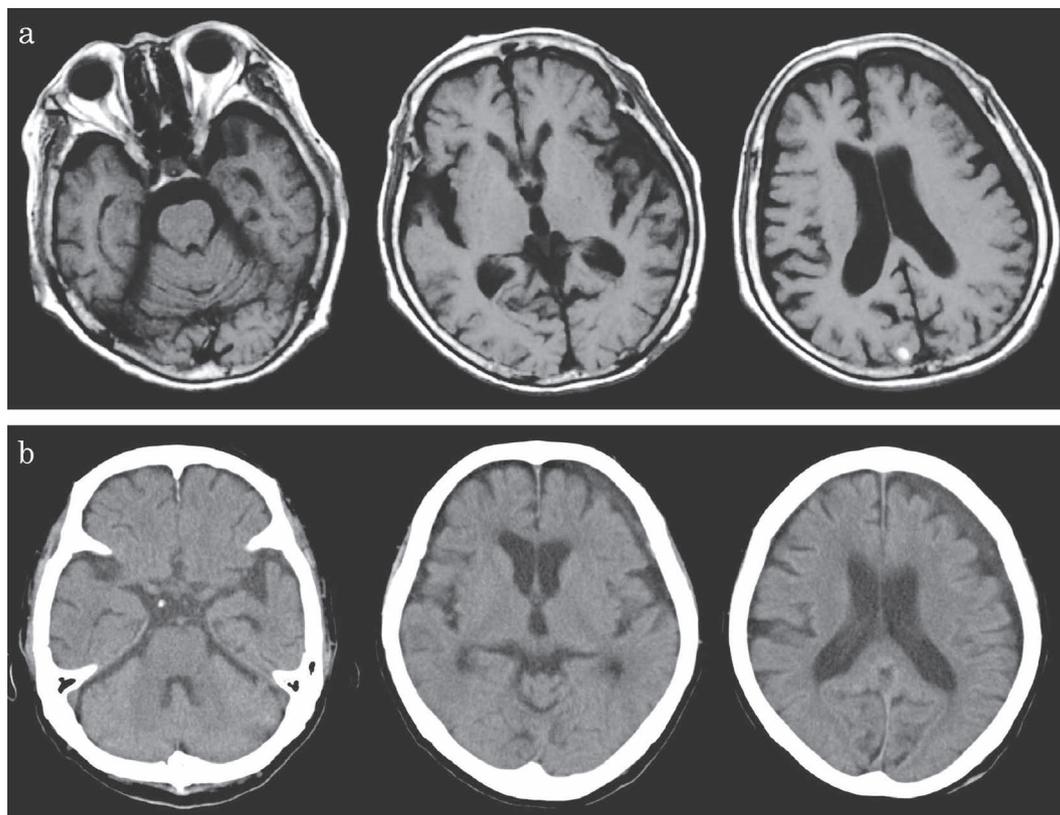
(a) Head MRI at the first head injury. Left Subdural hematoma and right occipital subcortical hemorrhage are seen. (b) Head CT 10 days after the first injury. The volume of subdural hematoma has not changed. The subcortical hemorrhage has disappeared.
